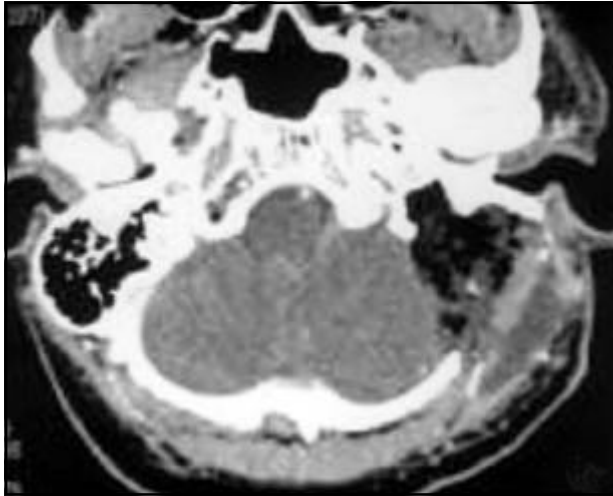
Tomografia computadorizada de controle mostrando alterações pós-operatórias na região mastóidea esquerda com mastoidectomia radical, estando o espaço da ressecção tumoral preenchido por tecido adiposo.
